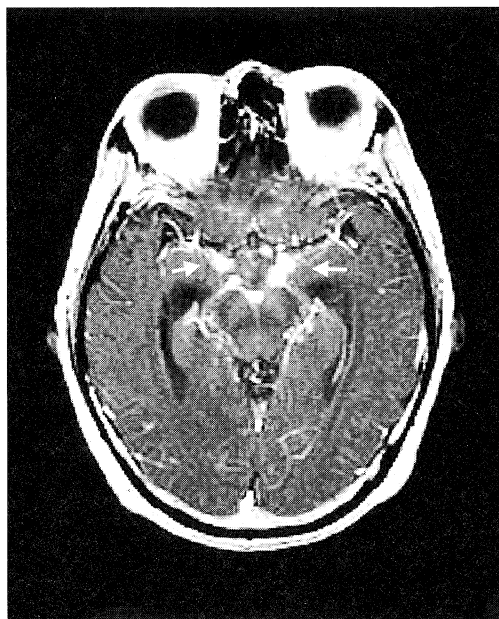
Brain MRI (Mar 23, 2004)
